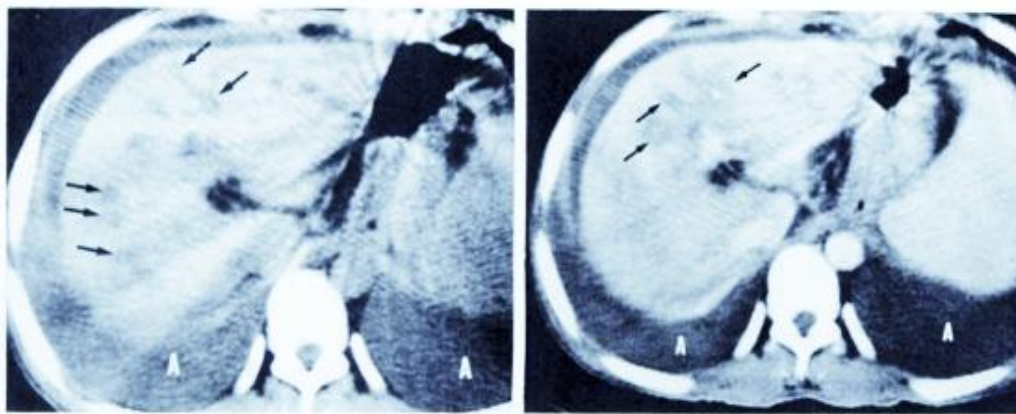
Presença de fibrose periportal, através do exame de tomografia.
